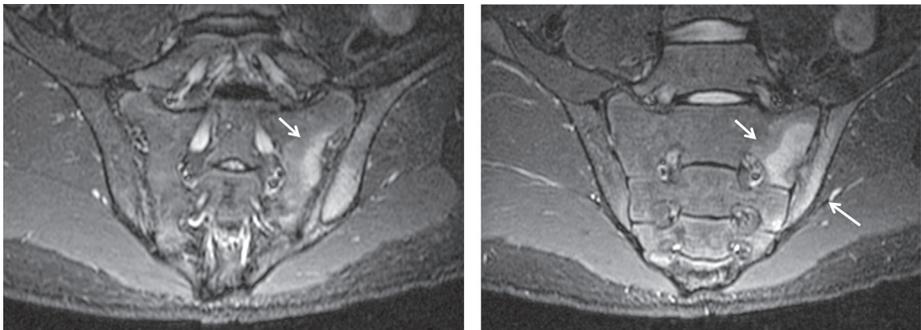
Secuencia STIR de las articulaciones sacroiliacas en paciente de 23 años con dolor glúteo alternante. Las flechas señalan las zonas de edema que define sacroilitis en imágenes de resonancia magnética en pacientes con espondiloartritis.
